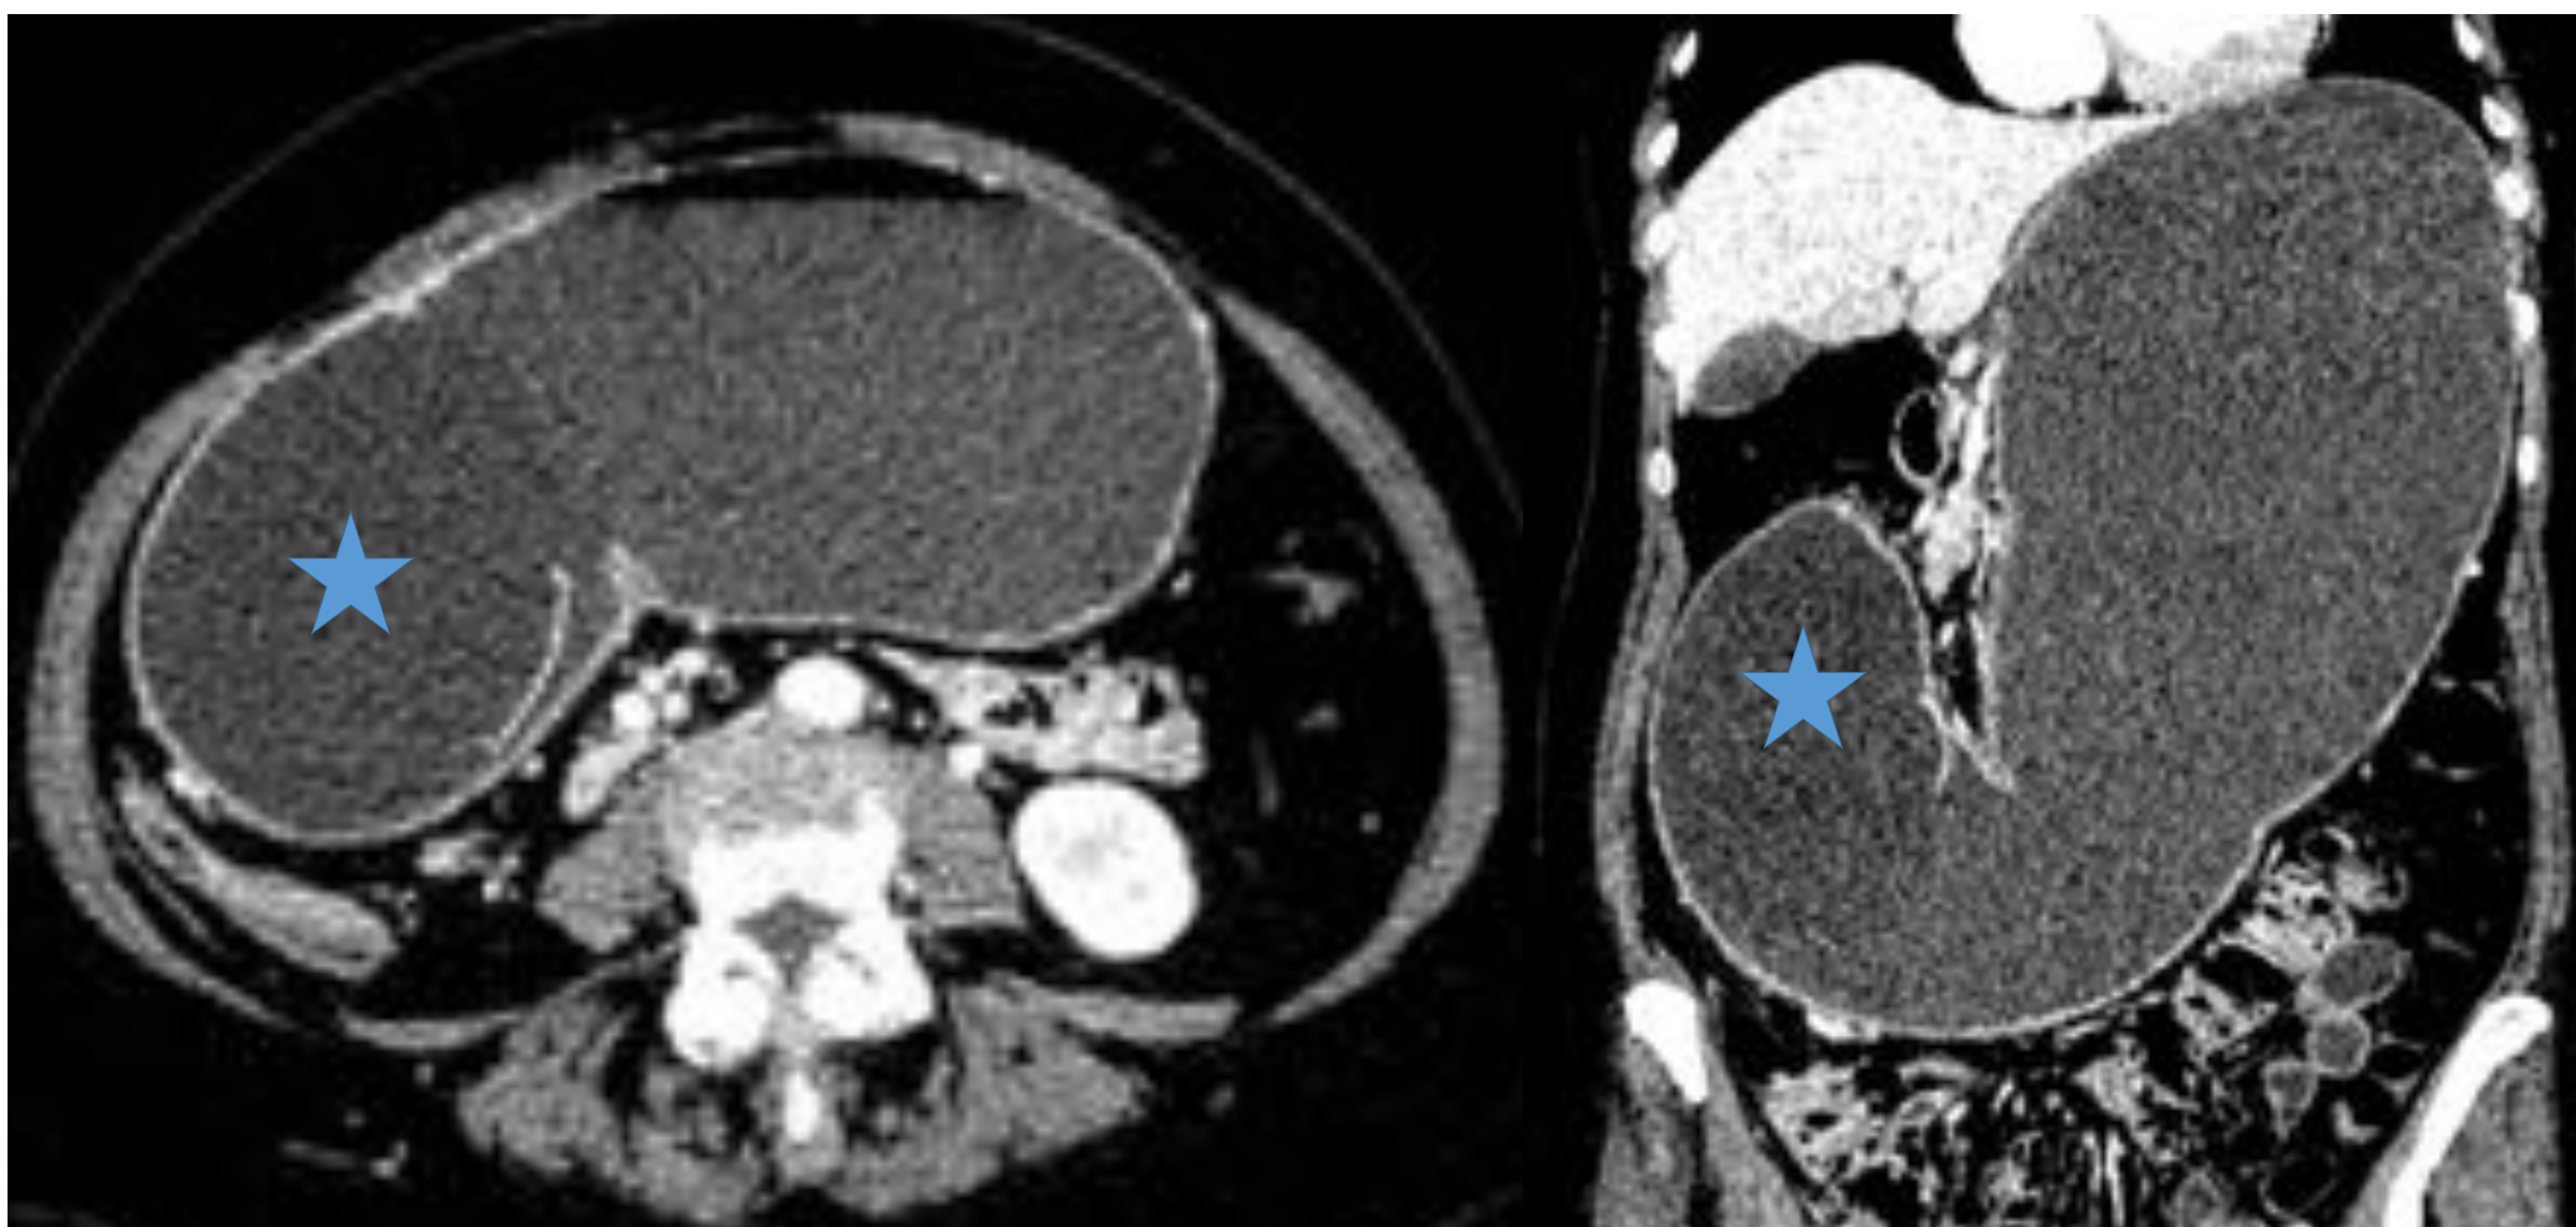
Mujer de 47 años con balón intragástrico, que ha acudido a urgencias en varias ocasiones por cuadro de distensión abdominal, vómitos e intolerancia oral. Se realiza TC donde se identifica el balón intragástrico (estrella), localizado en el antro y condicionando una importante dilatación de la cámara gástrica.
